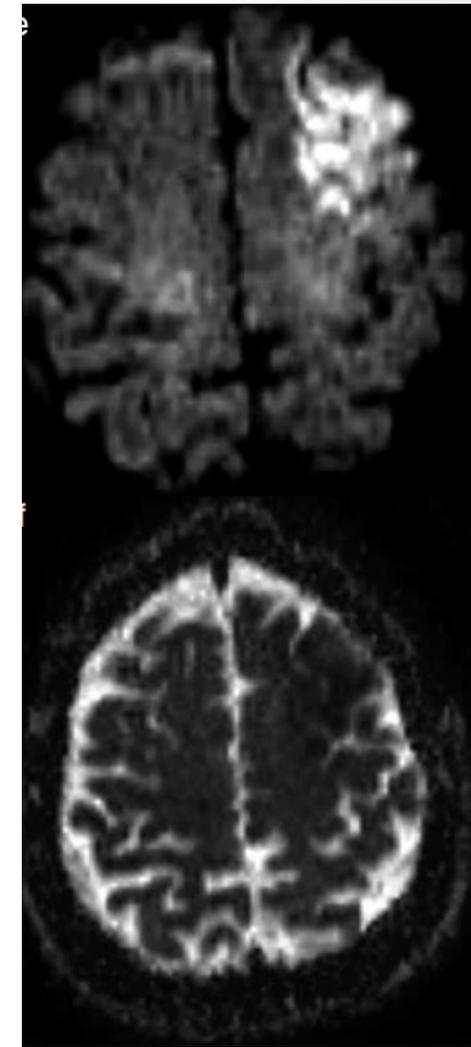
Compromiso del parénquima cerebral con restricción a la movilidad de los protones representada en secuencia DWI (a) y mapa ADC (b) en paciente con trombosis del seno sagital superior y vena cortical frontal izquierda.
